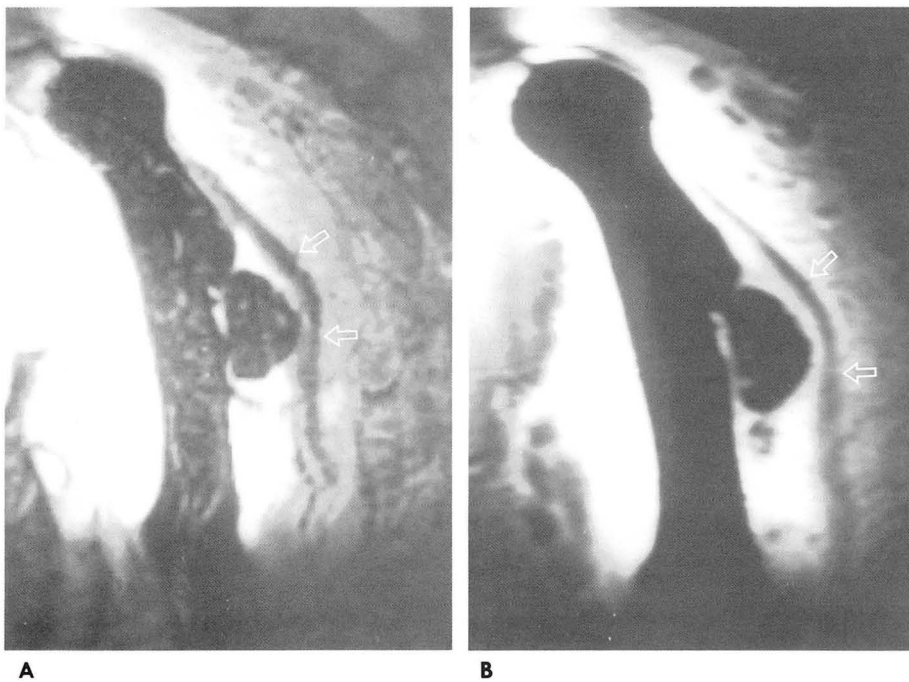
Case 13. MRI shows stage T2 but the pathology revealed rectal cancer(black arrows), stage T3.
